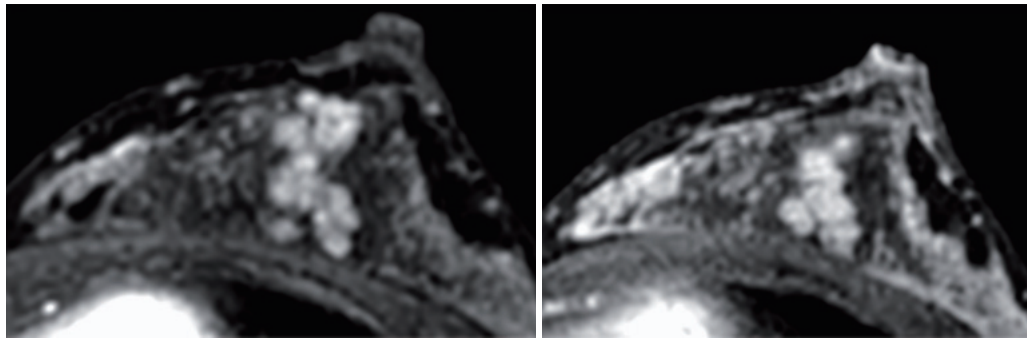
MR2. 左: MRI造影1分, 右: MRI造影4分. 造影後4分で中心がwashoutし, clustered ring enhancementが区域性に出現している. MRIでは非浸潤性乳管癌がもっとも考えやすい疾患である.
